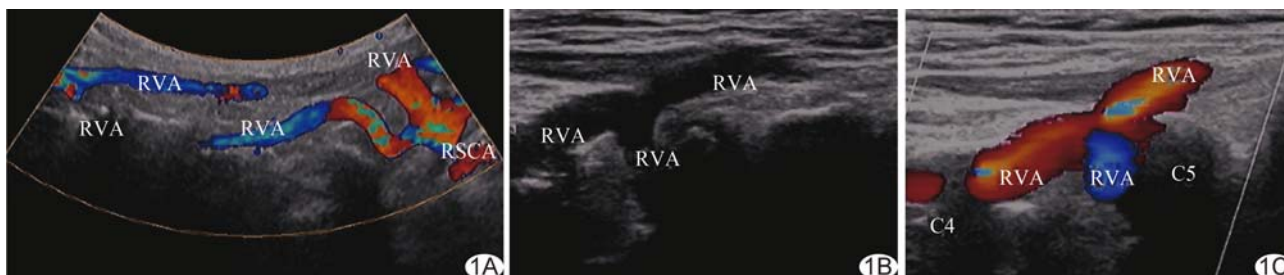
右侧双支椎动脉伴入横突孔位置变异声像图 A. 右侧锁骨下动脉发出 2 支椎动脉; B、C. 二维超声(B)及 CDFI(C)示前后 2 支椎动脉于第 4 颈椎与第 5 颈椎椎间孔处汇合成 1 支, 进入第 4 颈椎横突孔 (RVA: 右侧椎动脉; RSCA: 右侧锁骨下动脉; C4: 第 4 颈椎; C5: 第 5 颈椎)
